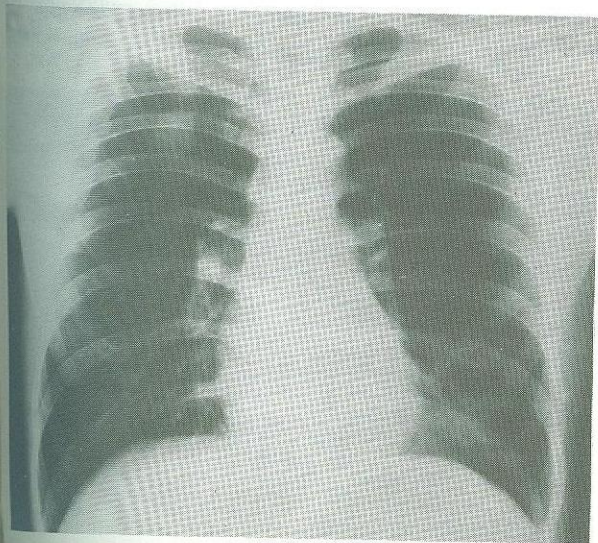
Radiografia simples do tórax em PA, mostrando os nódulos pulmonares no campo superior e margem axilar à direita
